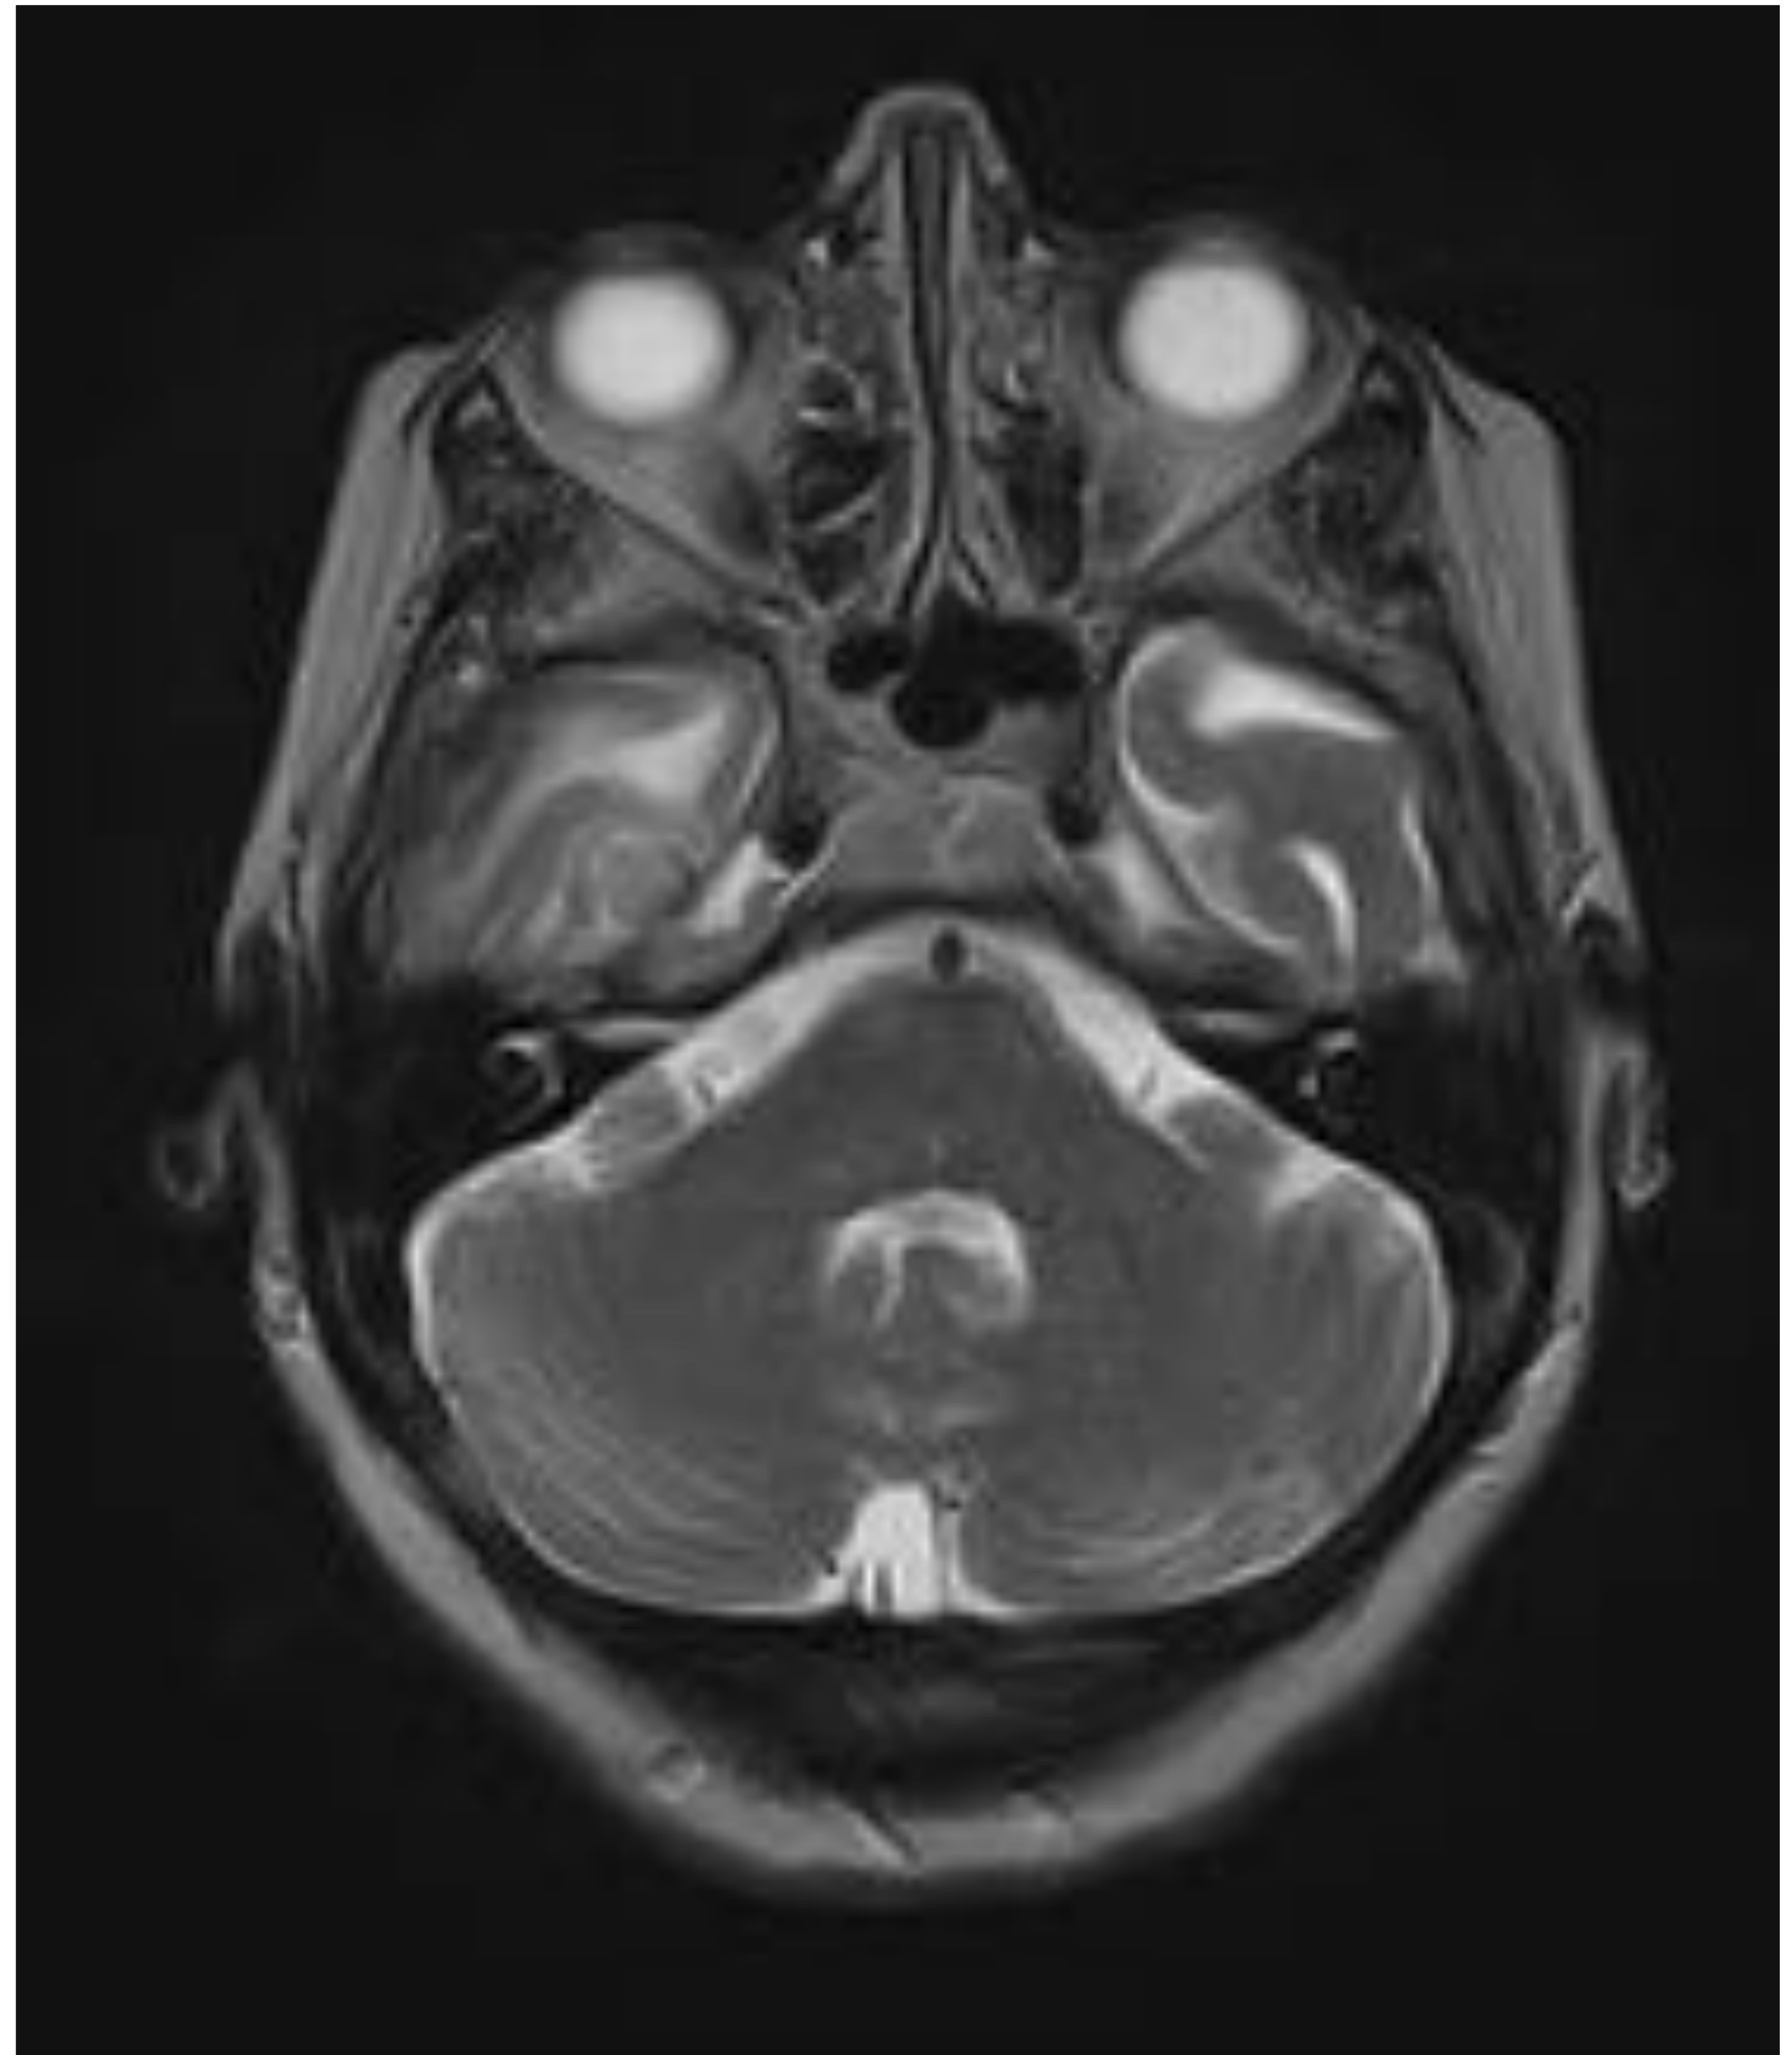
TC y RM: T2 axial y gadolinio (axial, coronal)
